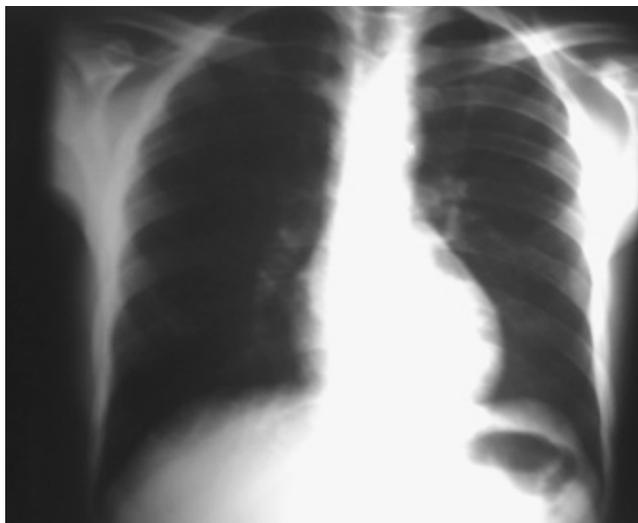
Radiografía PA de tórax normal.
